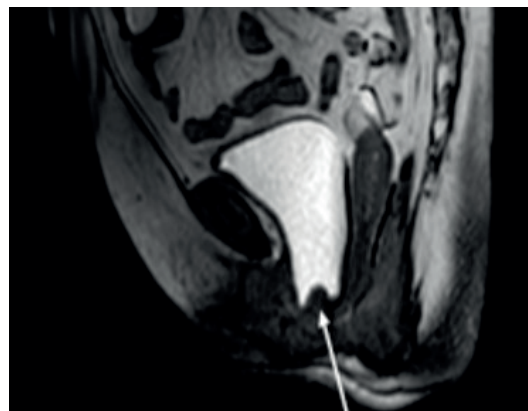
МРТ таза на высоте пробы Вальсальвы, сагиттальная плоскость. Опущение мочевого пузыря МП III ст. и деформация (стрелка) его задненижнего сегмента за счет сморщивания и гофрирования протеза Prolift anterior
